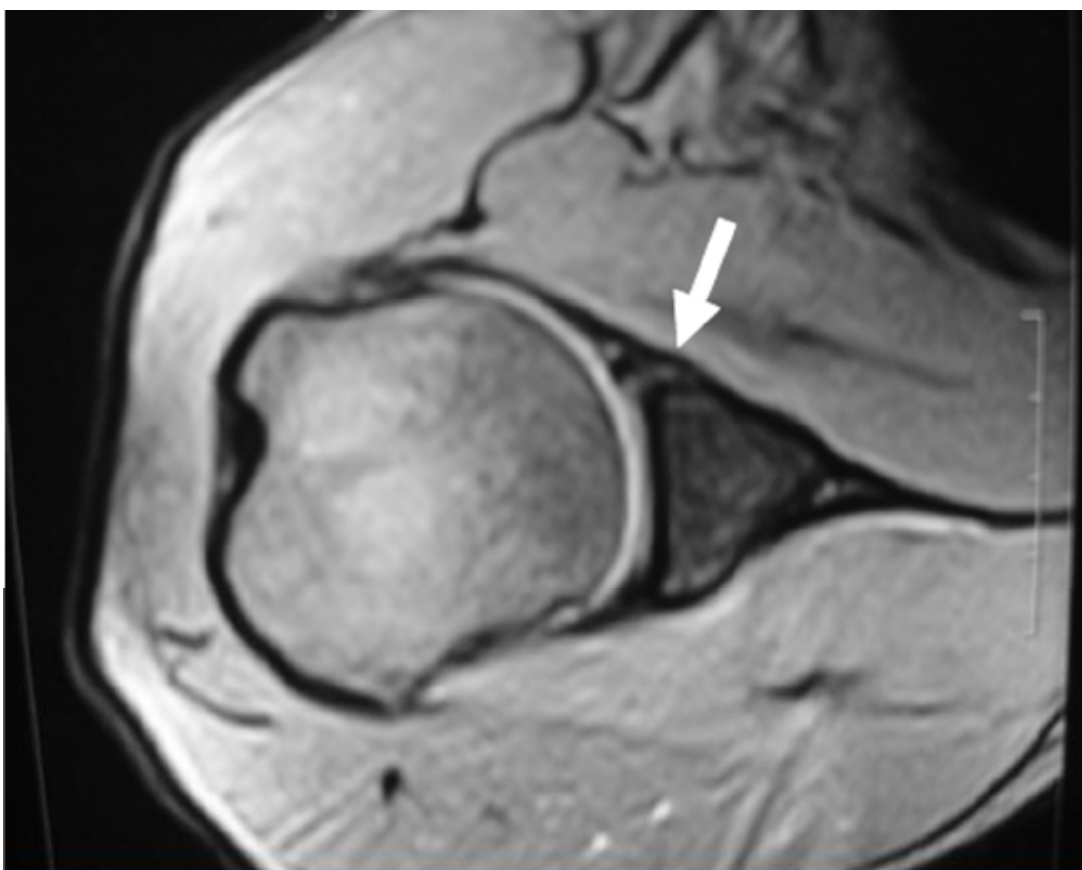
Coupe IRM axiale de l'épaule en pondération T2* : Fracture de BANKART
